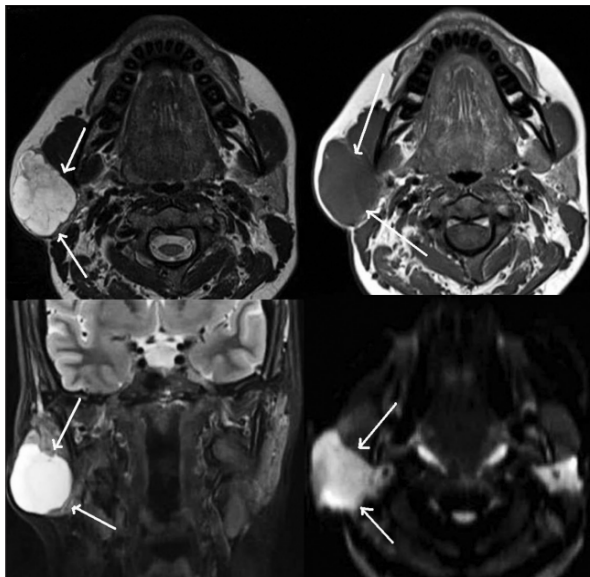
Imagens de RMN mostrando os aspectos de um adenoma pleomórfico em glândula parótida direita (setas).
